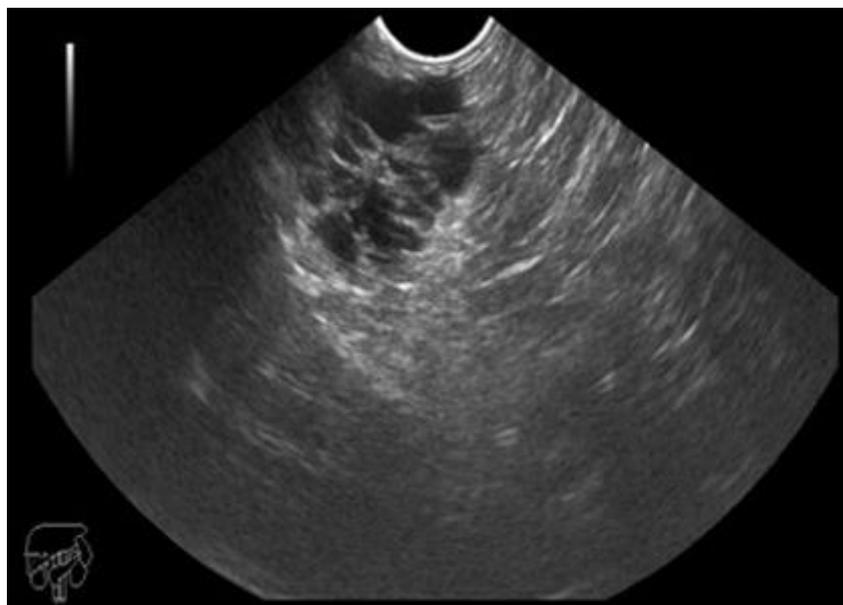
Imagen obtenida de ultrasonido endoscópico donde se observa una lesión anecoica constituida por microquistes, que recuerda un panal de abejas y una zona central más hiperecoica con aspecto de cicatriz central. Se diagnostica una lesión quística serosa.
